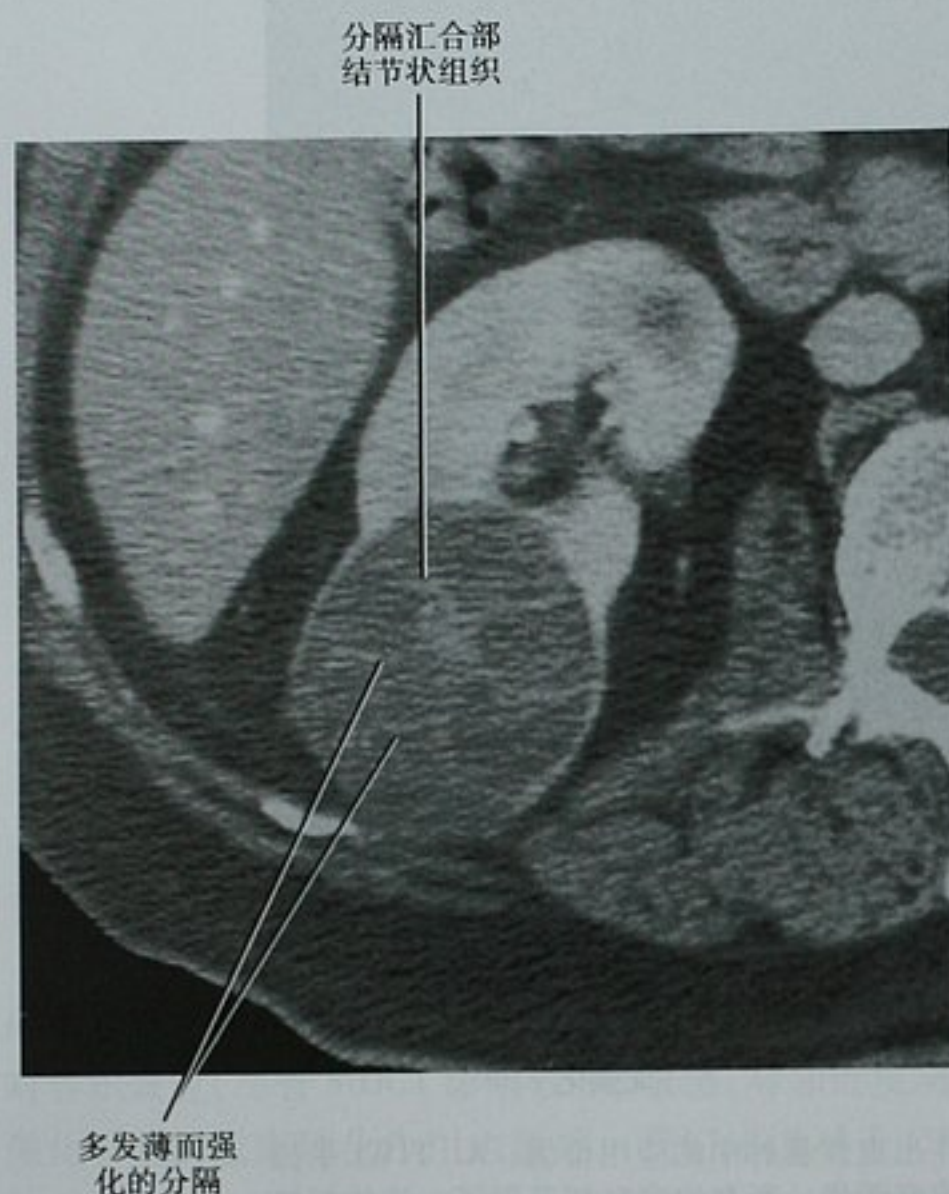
增强 CT 右肾横断位图像显示多房囊性病变,手术证实为肾细胞癌
